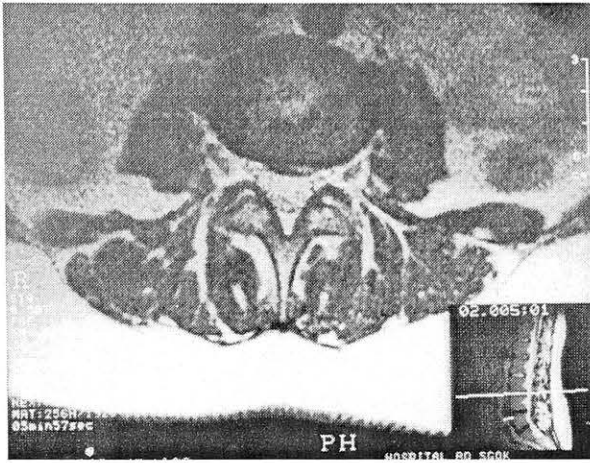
Протрузия L3—4 диска.
